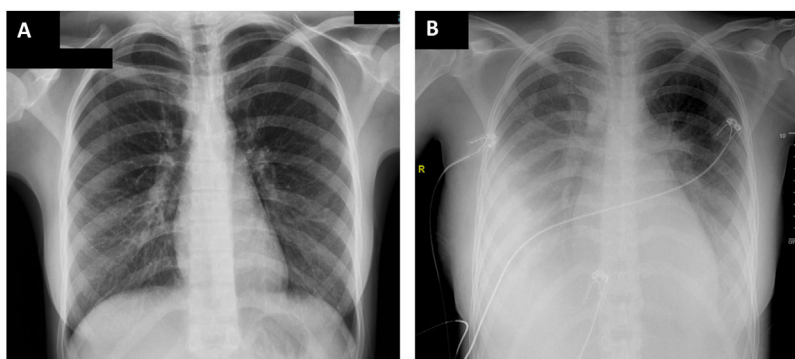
Radiografía de tórax: al ingreso (A) y 24 horas después (B).
